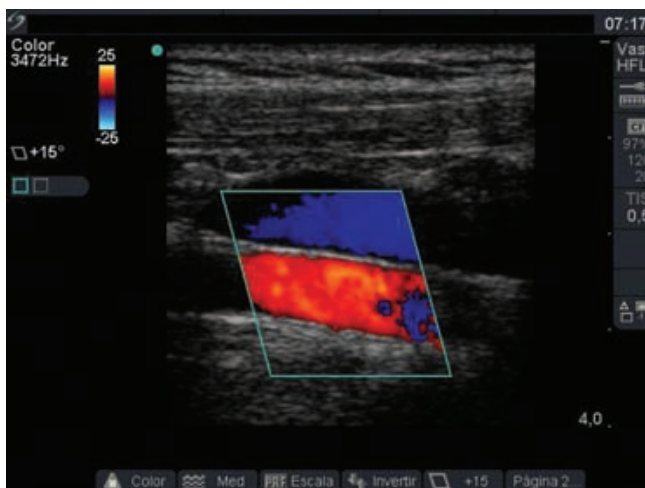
Visualización de la arteria y la vena subclavía con Doppler color.
